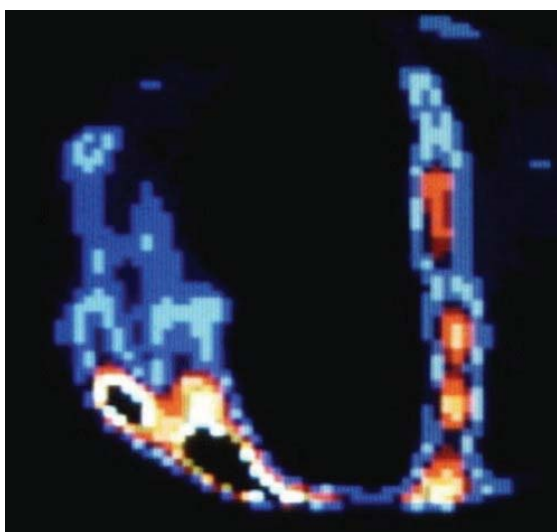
Радионуклидная лимфосцинтиграфия нижних конечностей больной Л., 52 года, 8-е сут после формирования тромба. Диагноз: тромбоз подколенной вены справа. Тромбирование лимфатических сосудов на уровне средней трети правой голени. Скорость лимфотока снижена. Синдром лимфовенозной недостаточности. Слева без патологических изменений
